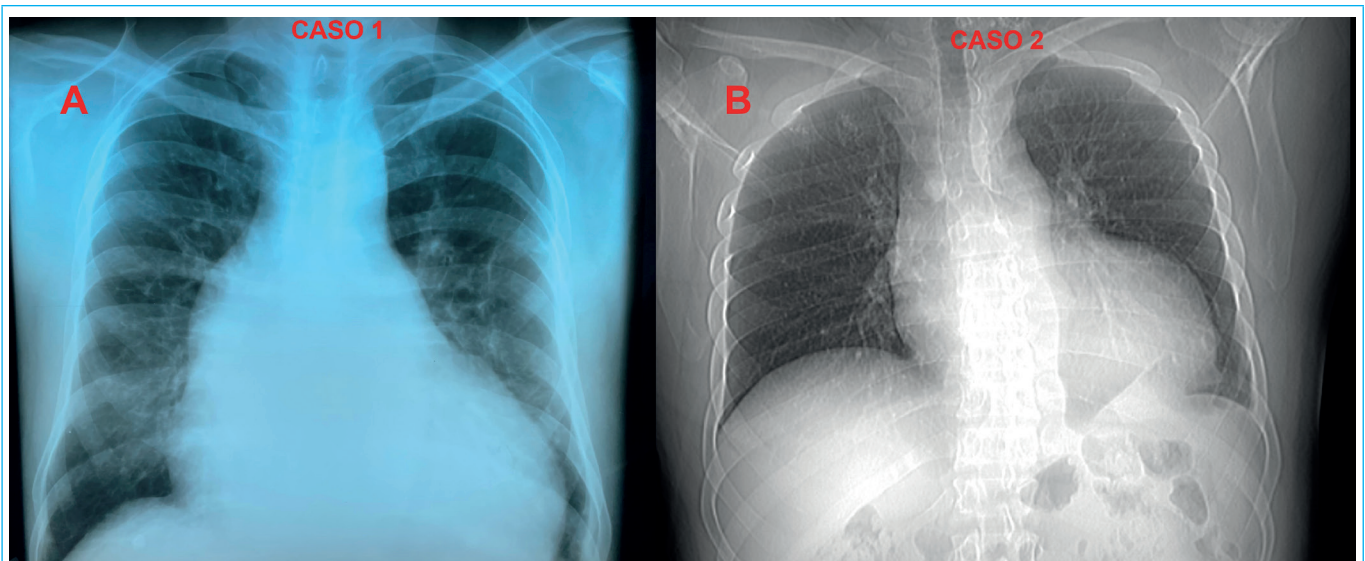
A) Radiografía de tórax posteroanterior del caso 1, donde se observa cardiomegalia grado III y ensanchamiento mediastinal. B) Radiografía de tórax PA del caso 2, donde se observa cardiomegalia grado II y ensanchamiento mediastinal.
